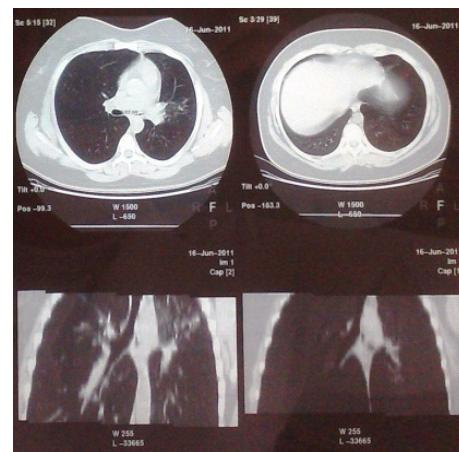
Repeated CT scan (06/06/11)
